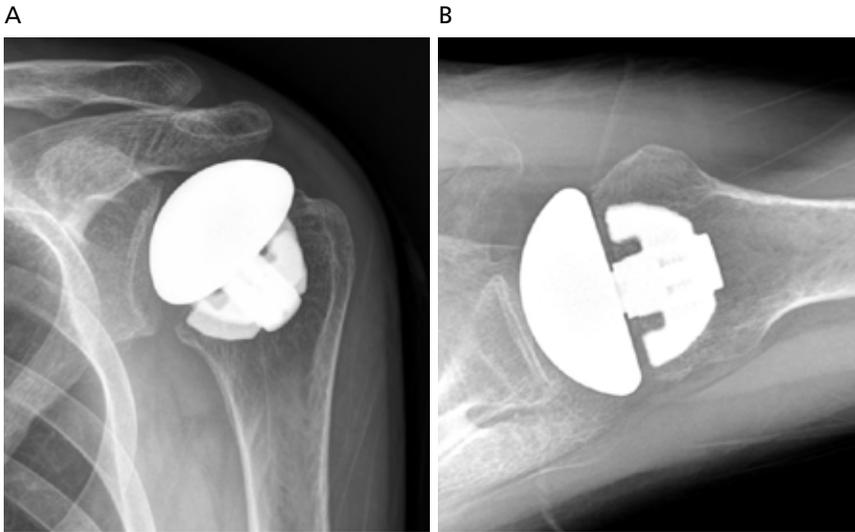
Stemless shoulder arthroplasty. (A) Anteroposterior and (B) axillary lateral radiographs of left shoulder following stemless hemiarthroplasty for avascular necrosis. Informed consent for publication of the clinical image was obtained from the patient. Informed consent for publication of the clinical image was obtained from the patient.
